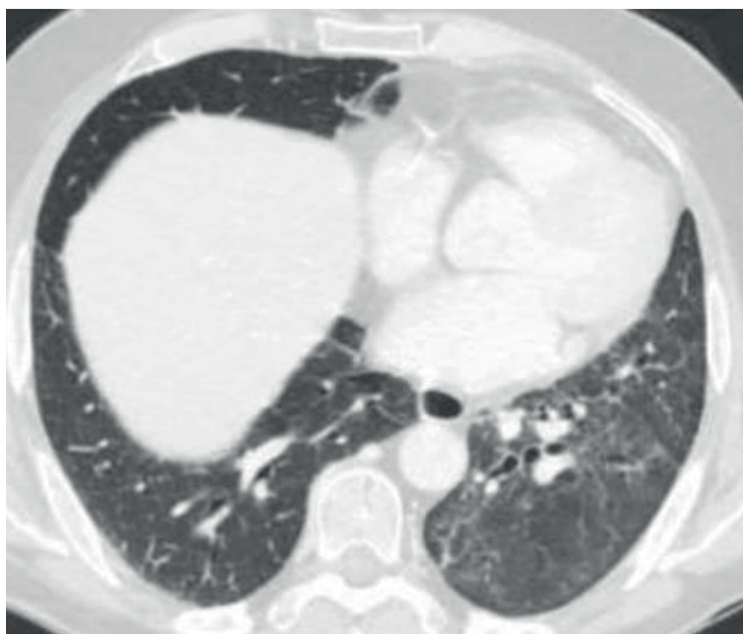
TC de tórax con contraste intravenoso (marzo 2020): Pulmón izquierdo con patrón reticular de predominio en base y con bronquiectasias por tracción, así como distorsión de la arquitectura parenquimatosa. No se observa clara imagen de vidrio deslustrado. Estos hallazgos sugieren fase fibrótica de toxicidad pulmonar por fármacos como principal diagnóstico.
